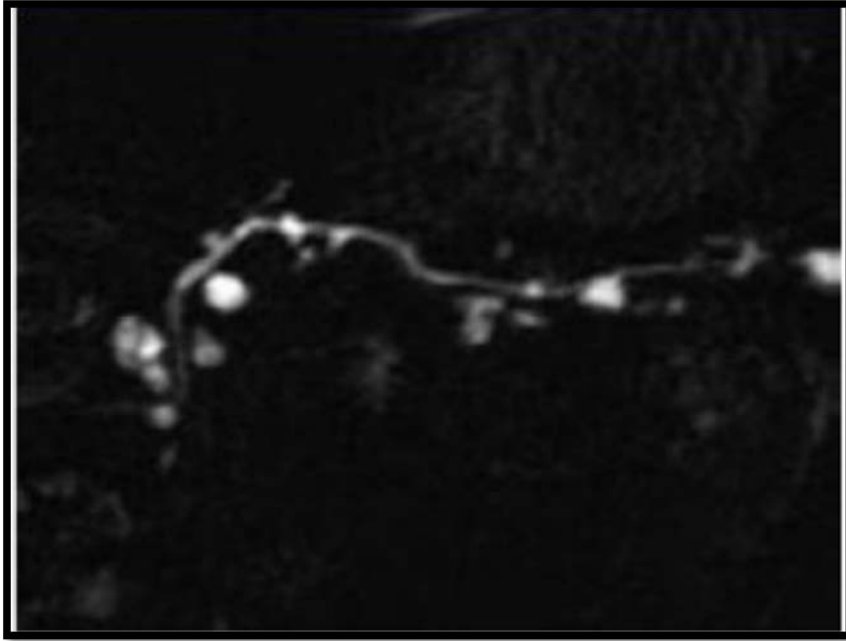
IRM coupe épaisse montrant de multiples kystes dont certains sont branchés d'une TIPMP des canaux secondaires [74]
